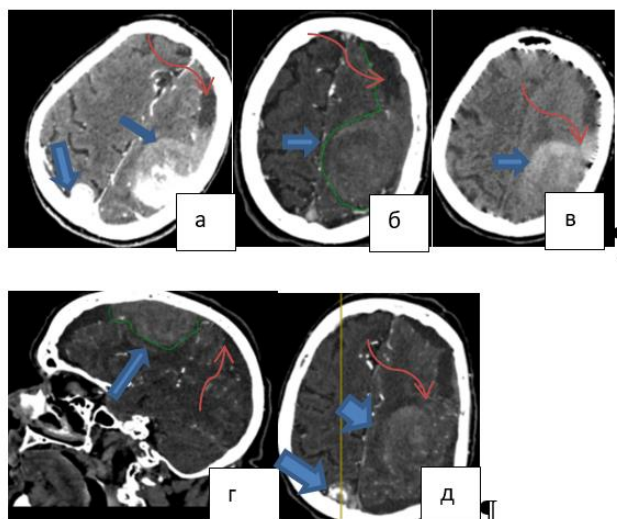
29.06.2019, КТ в аксиальной (а, б, в, г) и сагиттальной (д) проекциях до (а, в) и после внутривенного введения контрастного препарата (б, г, д). Прямыми стрелками обозначены опухолевые узлы в теменных долях, волнистыми – субдуральная гематома
